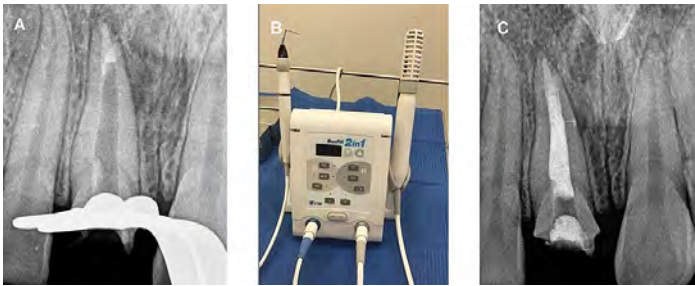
Radiografía post aplicación Neomta TM Plus ®; B Sistema Obturación BeeFill; C Radiografía control obturación
